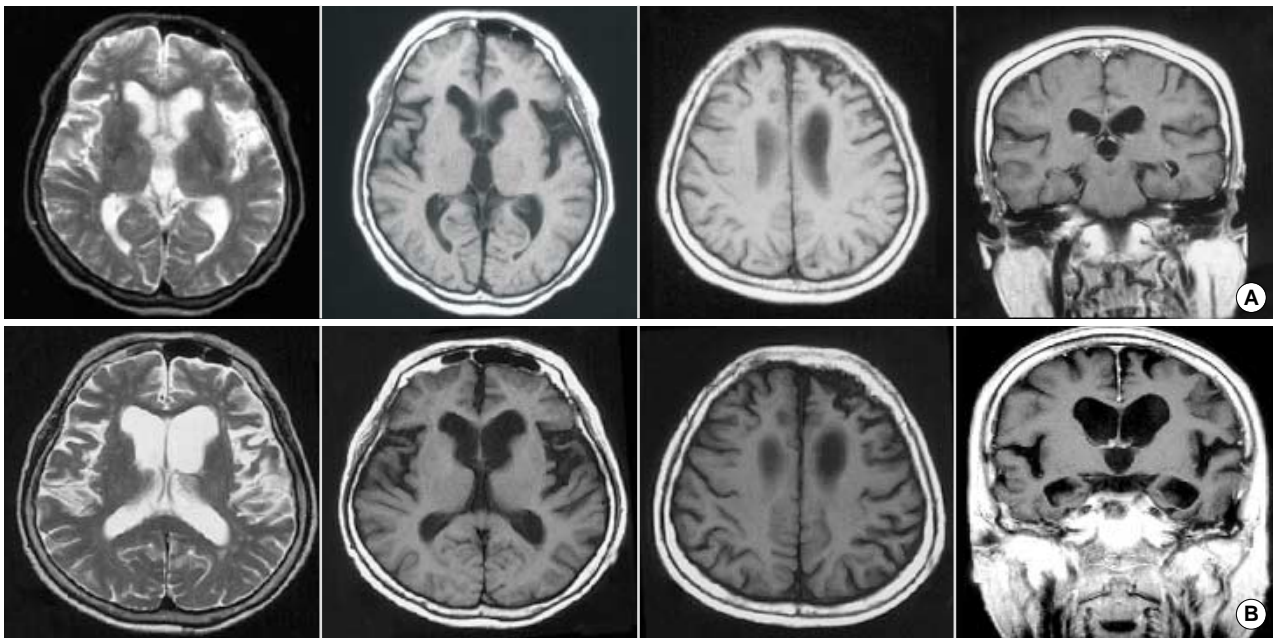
A: Brain MRI showed cerebral cortical atrophy around the left Sylvian fissure, including superior temporal gyrus, and the left frontal lobe (February 11, 1999). B: Two years after follow up brain MRI showed bilateral frontal, superior and medial temporal cortical atrophy with left frontotemporal dominance (March 12, 2001).
